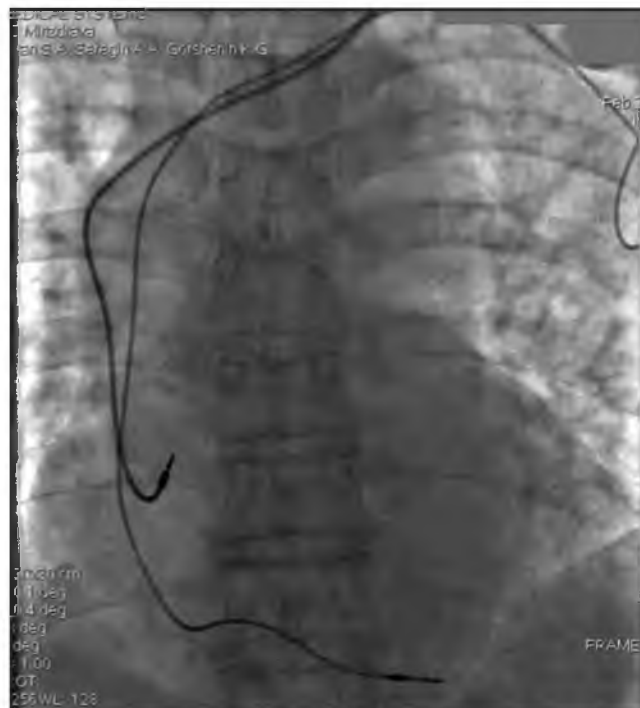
Фторентгенограмма грудной клетки пациента А., 74 г. Итог операции. Имплантированы новые электроды. «Старые» удалены методом тракции, интродьюсер также удален.
